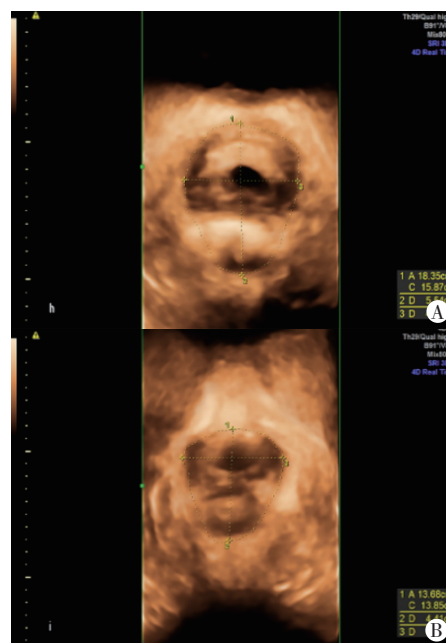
产后半年未进行康复治疗者与进行康复治疗者LHA测量超声图
